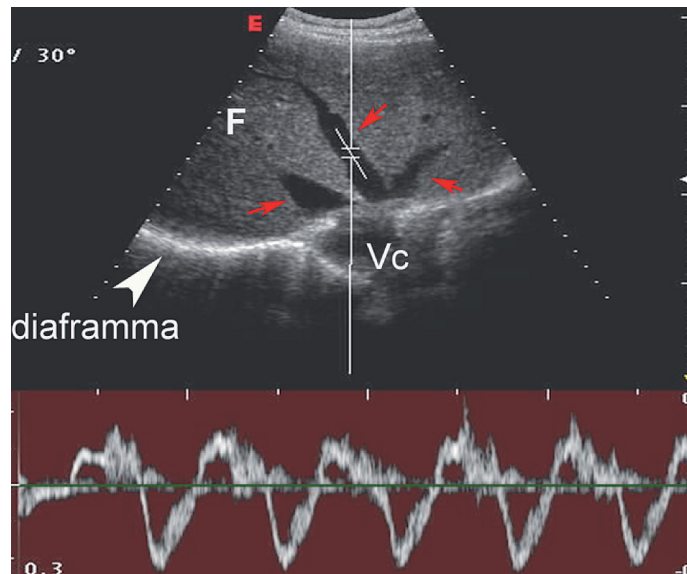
SCANSIONE SOTTOCOSTALE ASCENDENTE IPOCONDRIO DESTRO. Doppler spettrale della vena sovraepatica centrale in un paziente uremico con segni di pericardite (polso paradosso).
